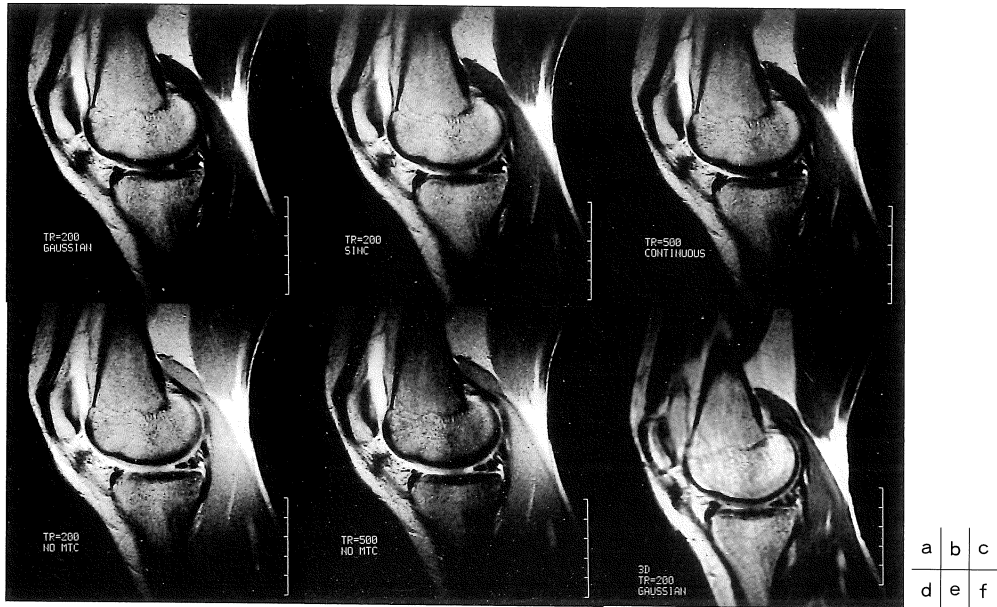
MTC images of a patient with suspected ACL and PCL injury using off-resonance (a) gaussian, (b) sinc, (c) constant (TR=500ms) shaped pulses and GRE images of the same patient with a TR of (d) 200 ms and (e) 500 ms were obtained. Since signal intensity of articular cartilage decreased on MTC images, they showed better contrast between cartilage and joint fluid. (f) 3D MTC images were also obtained with an imaging time of 13 min 39 s.
